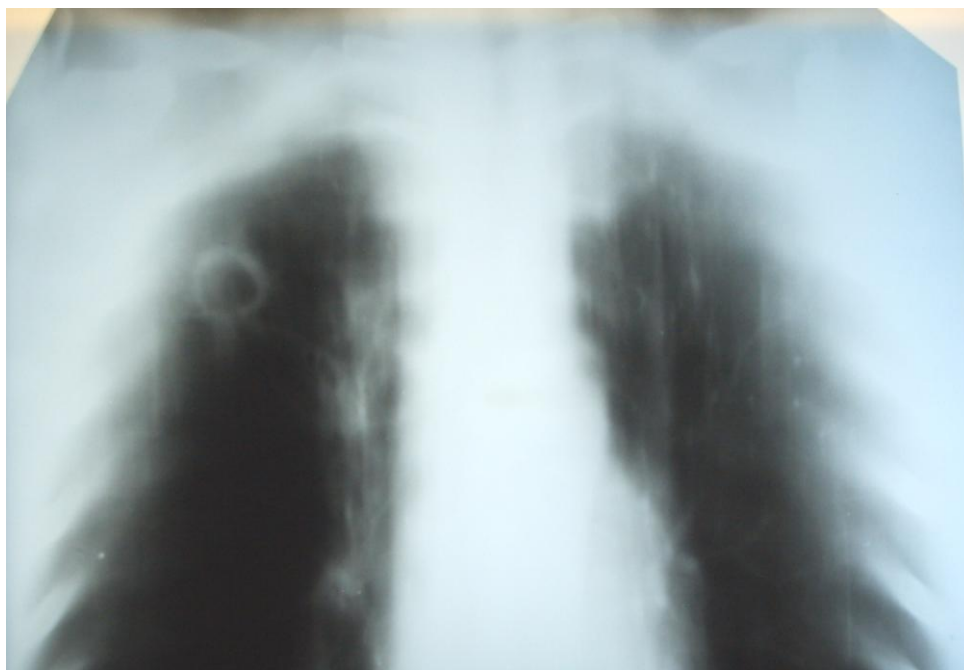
Томограмма легких (прямая, срез 9 см). Кавернозный туберкулез S_{II}.правого легкого.
